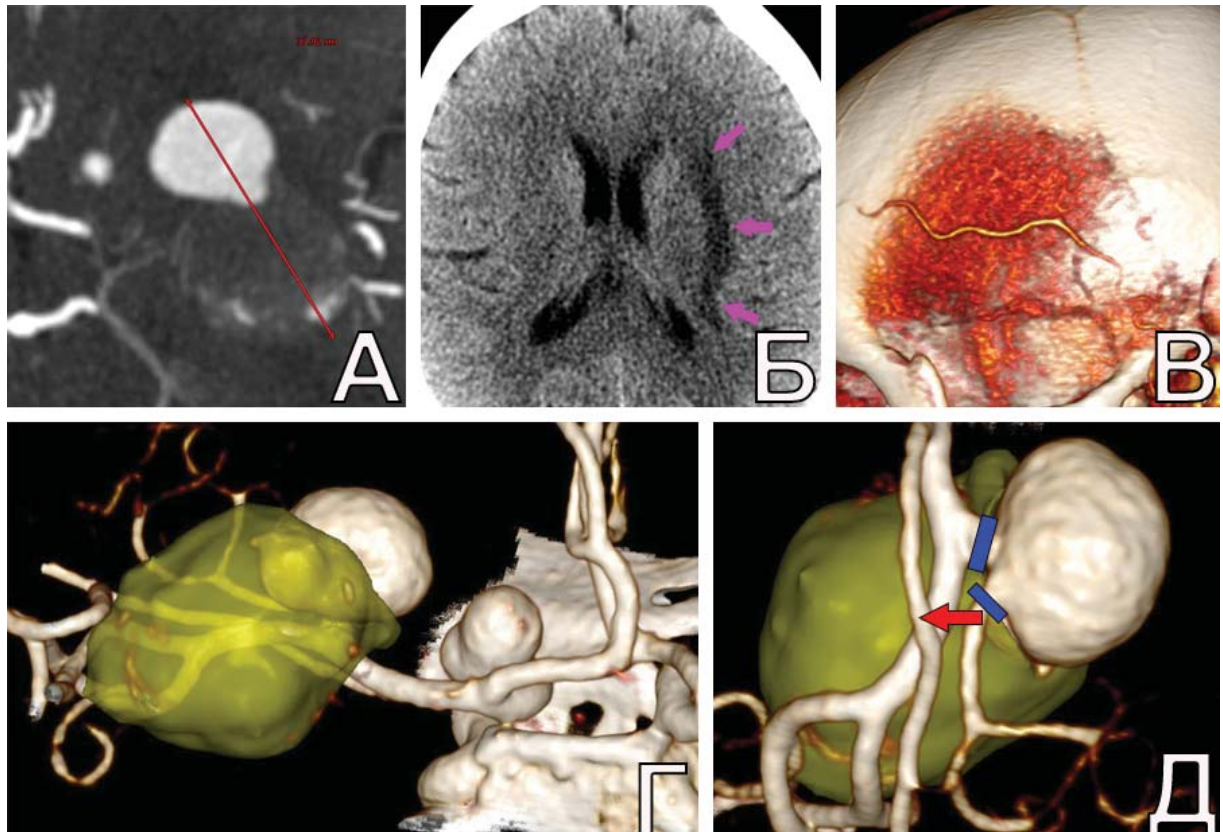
Предоперационное обследование у пациентки Ж., 54 л. А. КТА (MIP) определяется гигантская (37 мм) ЧТА СМА слева; Б. КТ головы до операции: стрелками указана зона пониженной плотности в подкорковой области (следствие перианевризматического отека и локальной ишемии); В. КТА (3D) скальпа: слабо выраженные ветви ПВА послужили поводом для выбора в качестве ревазуляризации местного анастомоза; Г. КТА (3D) головного мозга: видны 2 аневризмы – гигантская ЧТА М2-сегмента СМА слева и средних размеров параклиноидная аневризма ВСА слева. Желтым цветом обозначена тромбированная часть ГА; Д. план операции: синими линиями указаны места наложения клипс на аневризму М2-сегмента, красной стрелкой показано место реимплантации М2-сегмента в параллельно идущую переднюю височную артерию
